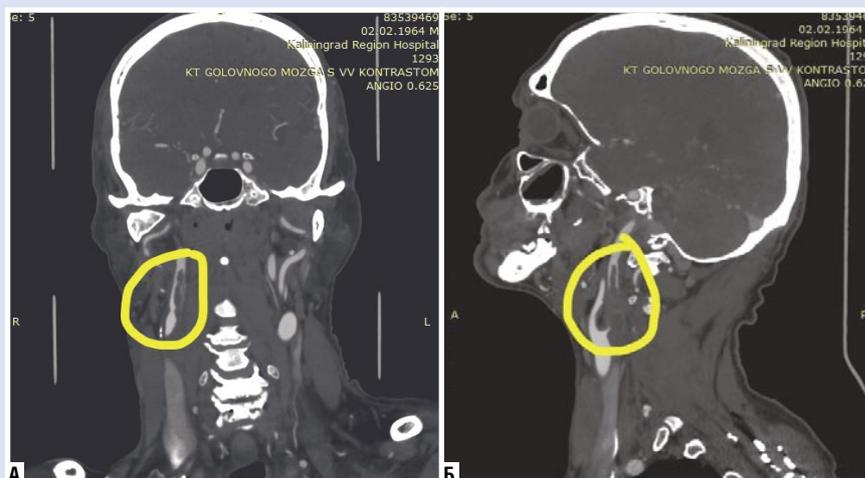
Неокклюзирующий тромбоз в фронтальной (а) и сагиттальной (б) проекциях при анализе КТ-ангиографии брахиоцефальных артерий.
